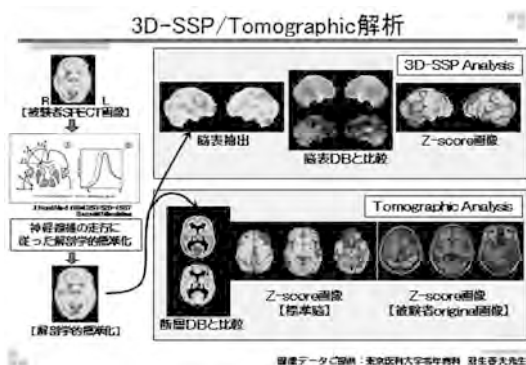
3D-SSP解析/Tomographic解析の流れ
